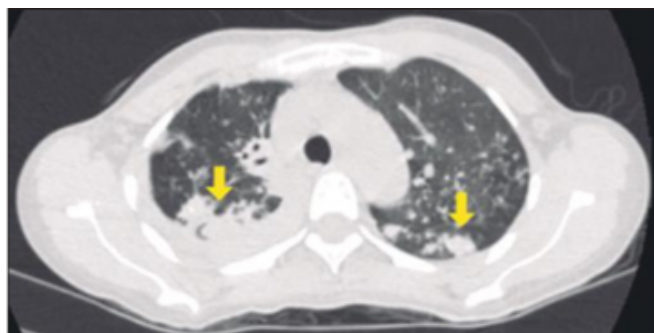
TC tórax: metástasis pleurales derechas y micronódulos pulmonares.
